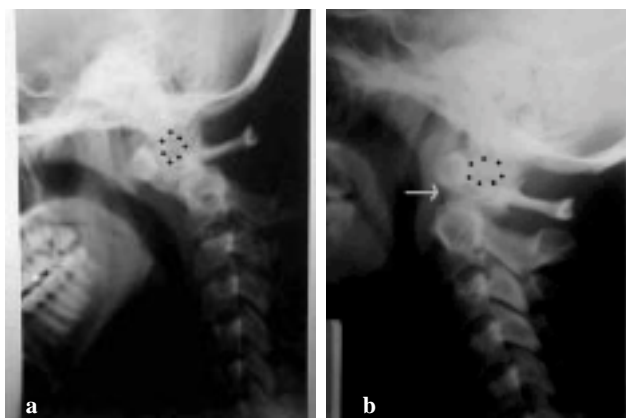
Radiografías de columna cervical en a) flexión y b) extensión
